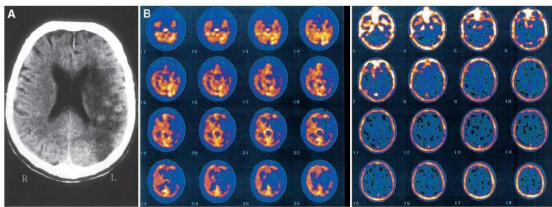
Patient 29: 63-year-old woman with extensive stroke in territory of left MCA. (A) Transaxial CT slice. (B) Transaxial SPECT perfusion slices (left) show diminished perfusion in left temporoparietal regions (perfusion index, 65%) and transaxial slices from $^{99m}\text{Tc-DTPA}$ SPECT (right) show normal distribution of $^{99m}\text{Tc-DTPA}$ (disruption index, 1). Patient improved significantly on follow-up (ΔS value, 18).
